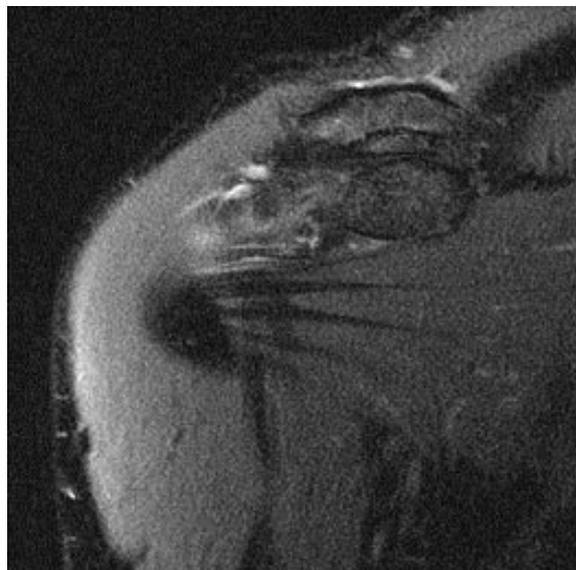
Vue IRM dans le plan frontal montrant les renforcements fibreux du muscle subscapulaire.
